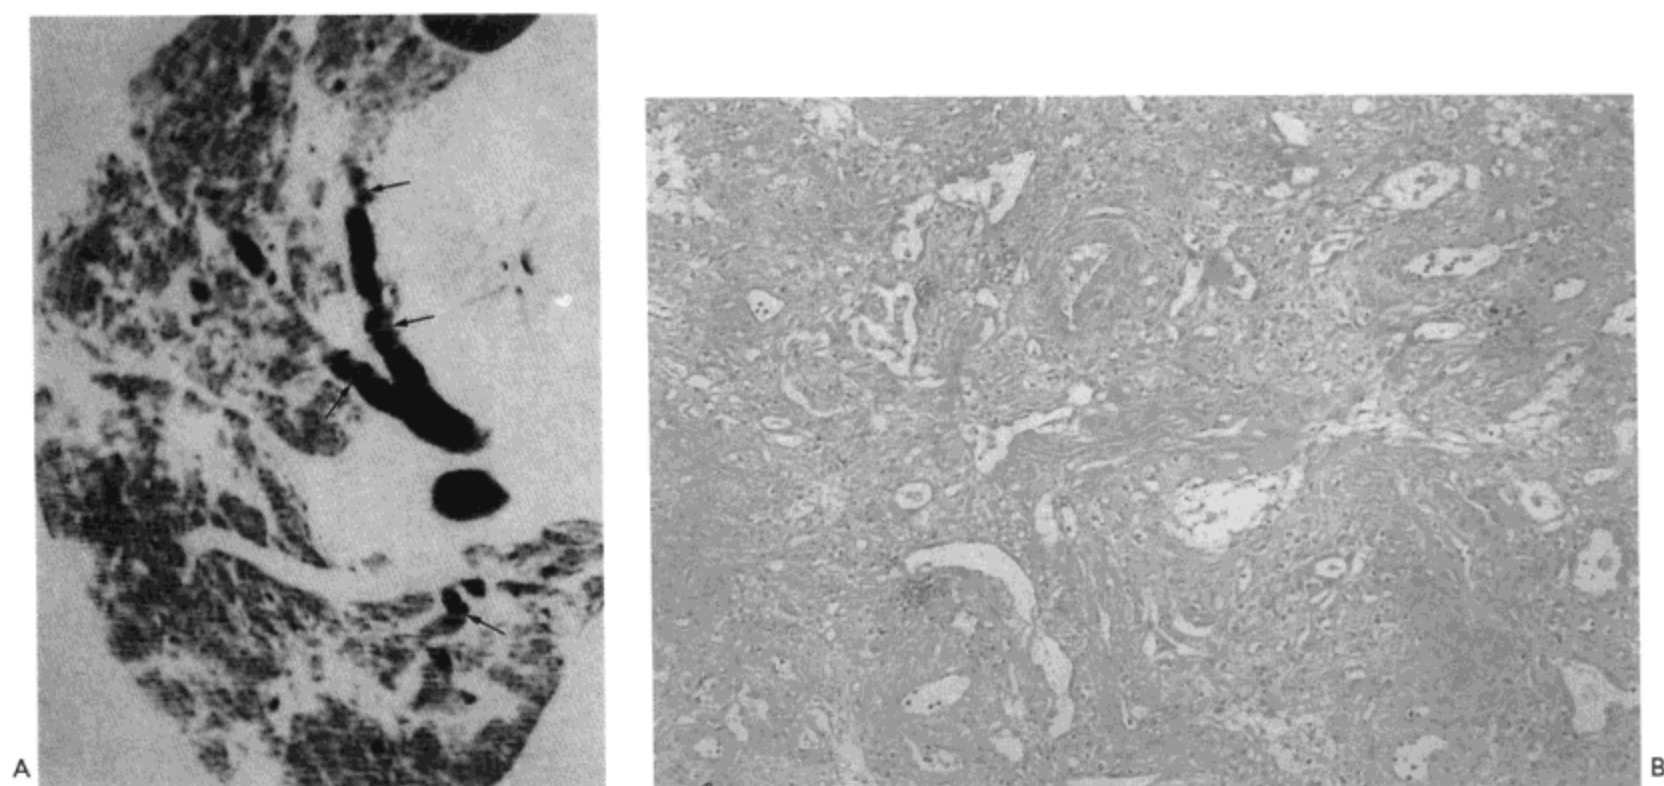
急性间质性肺炎。A：右肺高分辨率 CT 示广泛的磨砂玻璃样密度，肺实变区与局限性支气管扩张（箭号）。左肺也有相似改变。B：尸检肺标本的光镜显微照像显示间质与肺泡的显著纤维化。病人女，65 岁。
